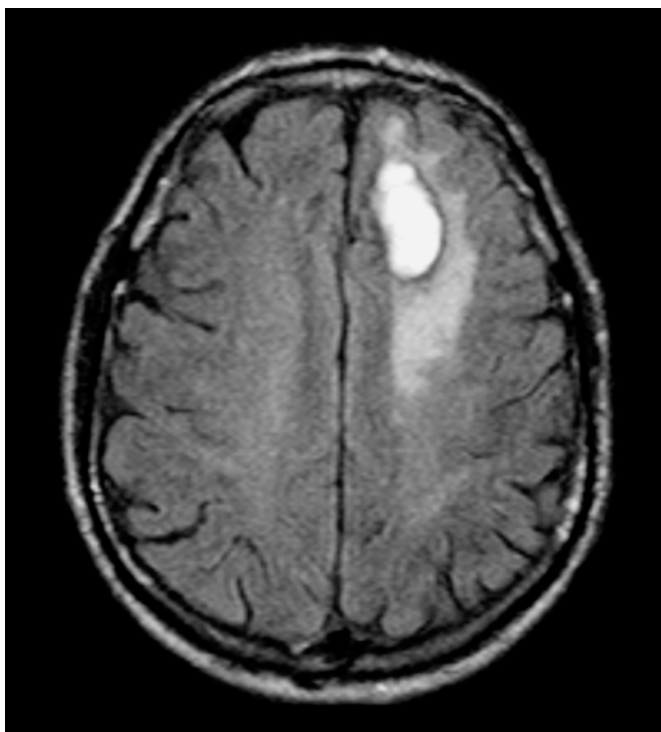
Imagen de RM cerebral que muestra en las secuencias en FLAIR hemorragia intraparenquimatosa frontal izquierda; evolución del coágulo con margen completo de hemosiderina y edema de sustancia blanca de centro oval.
